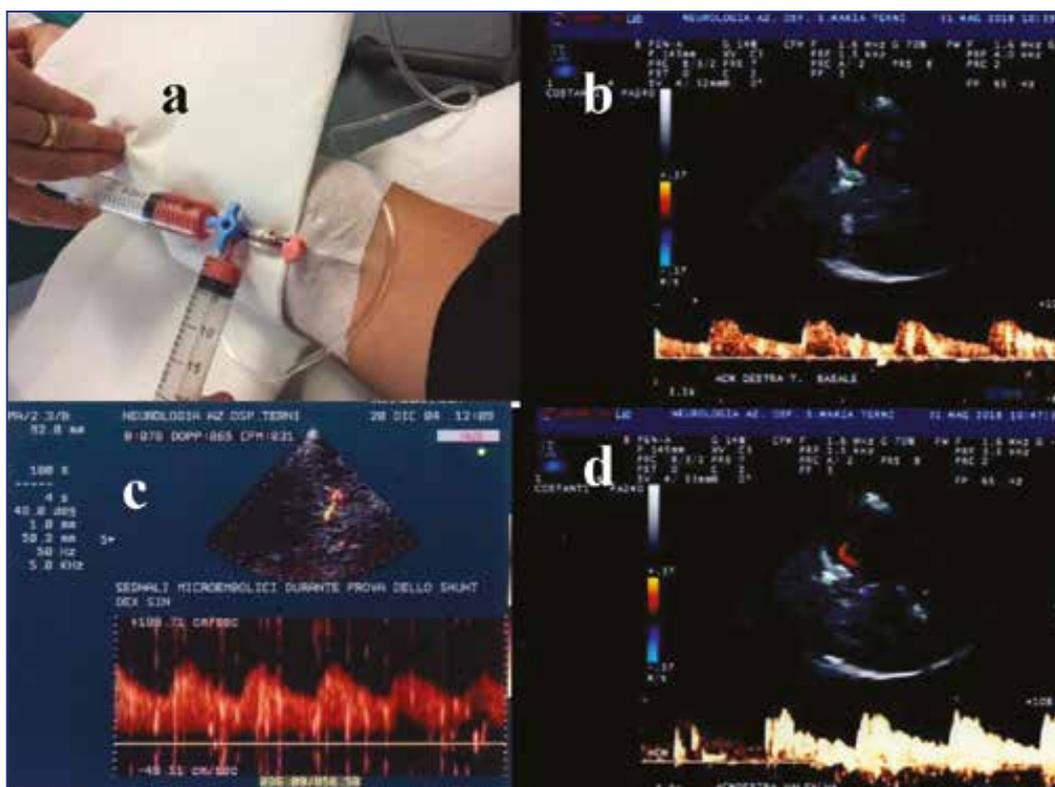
EcocolorDoppler Transcranico con test per lo shunt destro-sinistro. La soluzione fisiologica agitata con aria e sangue (a) viene iniettata durante l'ecocolorDoppler della arteria cerebrale media di destra, con evidenza di scarsi segnali iperintesi (b); durante manovra di Valsalva possono essere riscontrati numerosi segnali con effetto "shower" (c) o "curtain" (d).
